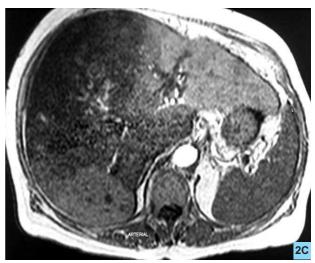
RMN en fase arterial, mostrando realce de las lesiones nodulares.
